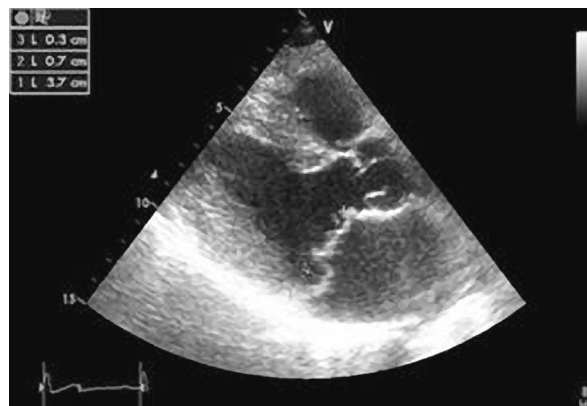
Пример эхокардиографической диагностики пролапса митрального клапана. Пунктирной линией обозначены кольцо митрального клапана и смещение створок за его линию: передней створки на 3 мм, задней створки на 7 мм
